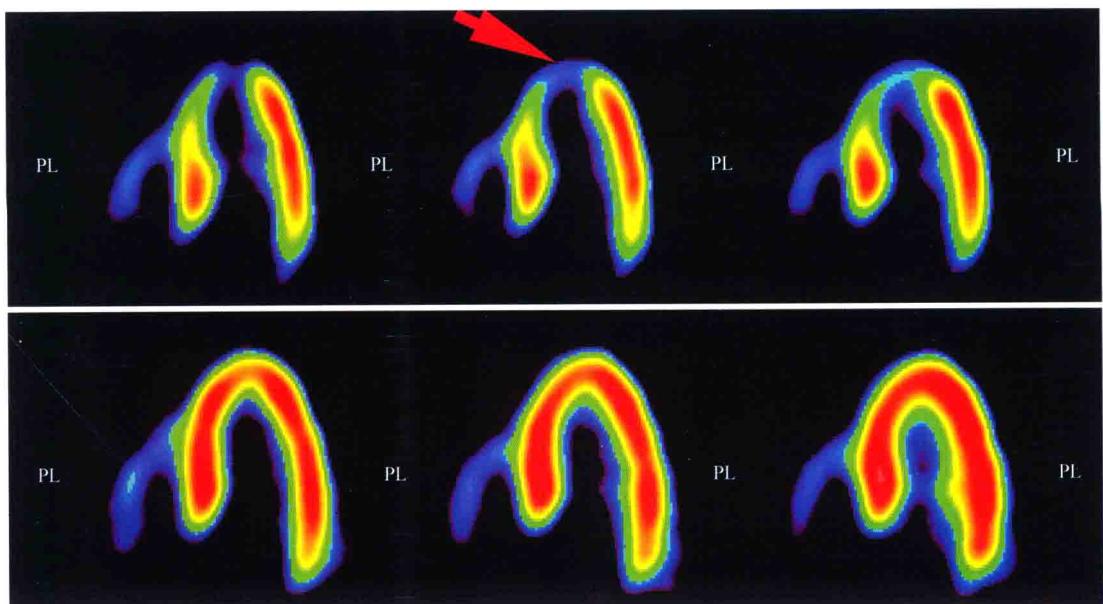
$^{13}\text{N-NH}_3\text{-H}_2\text{O}$ PET 心肌血流灌注断层显像（水平长轴）
